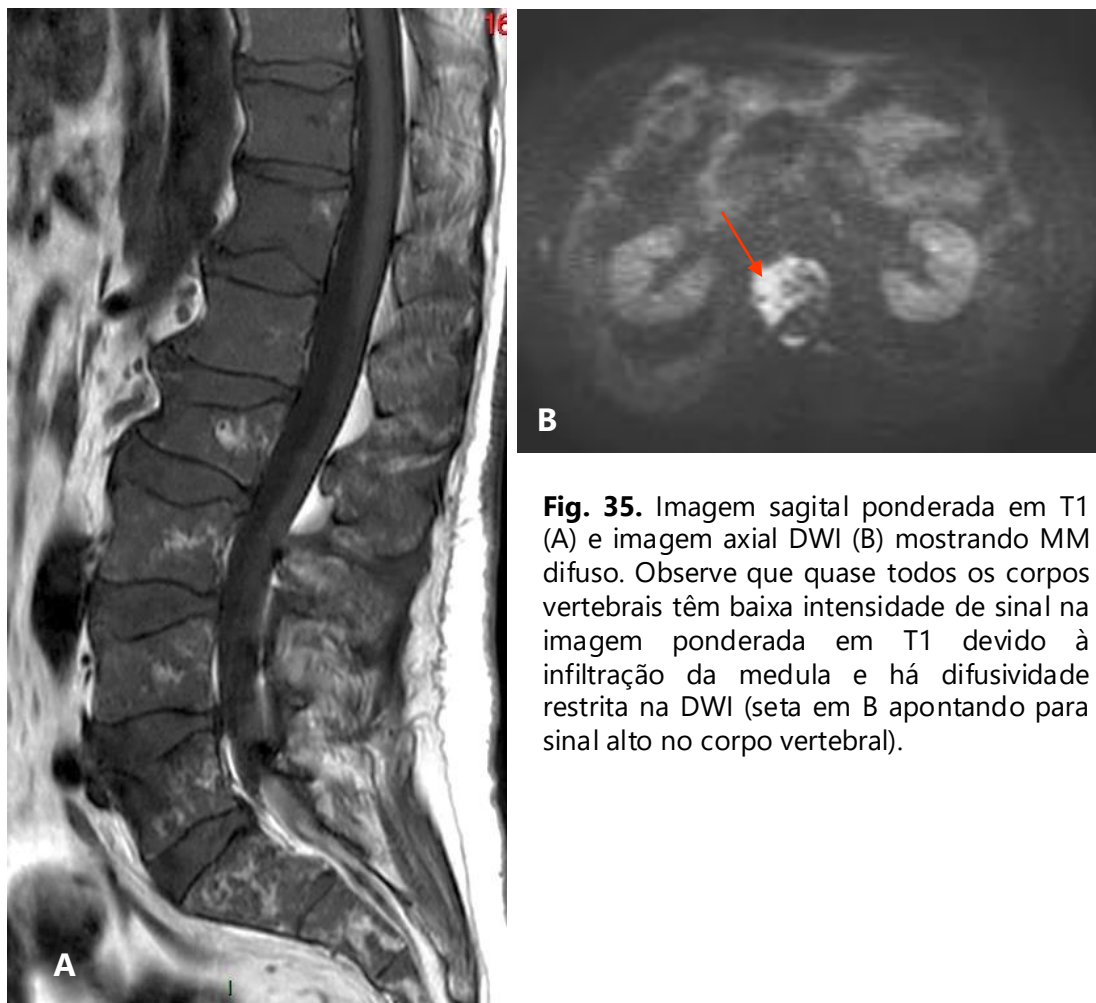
Imagem sagital ponderada em T1 (A) e imagem axial DWI (B) mostrando MM difuso. Observe que quase todos os corpos vertebrais têm baixa intensidade de sinal na imagem ponderada em T1 devido à infiltração da medula e há difusividade restrita na DWI (seta em B apontando para sinal alto no corpo vertebral).
